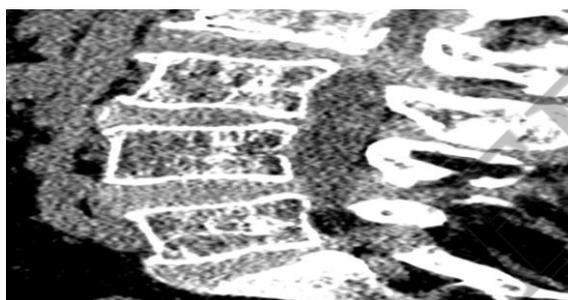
Дегенерация МПД на КТ- изображении
